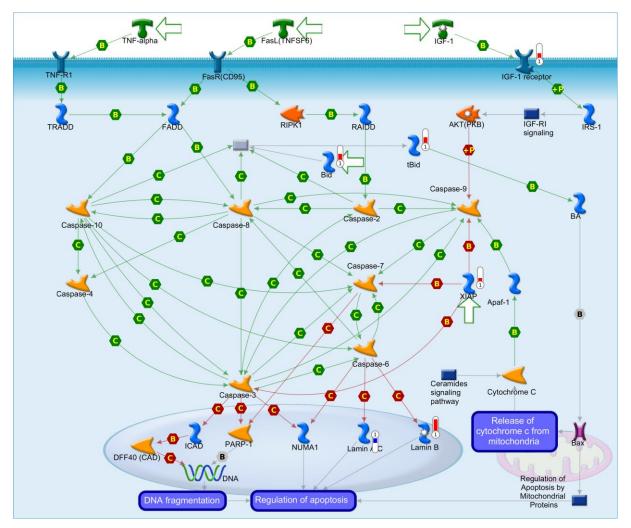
Cascata de sinalização de caspases em BT-474. Mapa da regulação de apoptose através de caspases, contendo genes diferencialmente expressos na linhagem BT-474 após silenciamento gênico de *HOTAIR*. Os termômetros em vermelho indicam expressão aumentada e, em azul, expressão diminuída. Legenda dos símbolos e interações no Anexo C.
